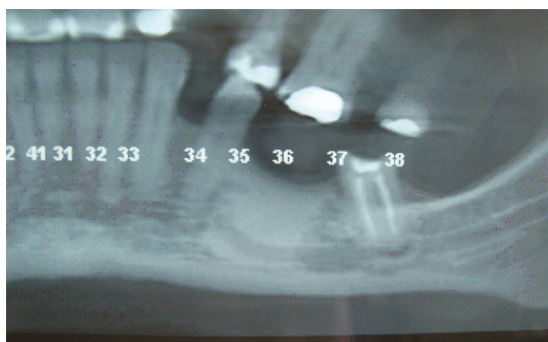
Tomografia panorâmica lado esquerdo ampliado
